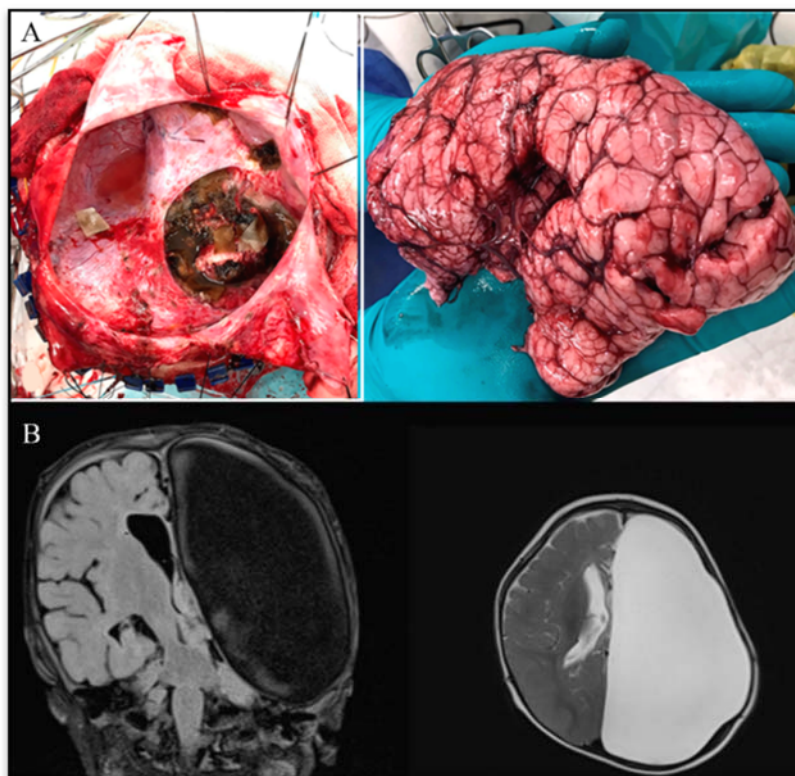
Интраоперационные фото и контрольная МРТ после выполнения гемисферэктомии слева. А – Интраоперационное фото: вид раны после гемисферэктомии с отчетливо видимым серпом, свободным краем намета и подкорковыми ядрами (слева), удаленное полушарие с патологически утолщенным рисунком коры (справа). В – Контрольная МРТ, выполненная после гемисферэктомии: пораженная гемисфера удалена, освободившееся пространство заполнено ликвором
